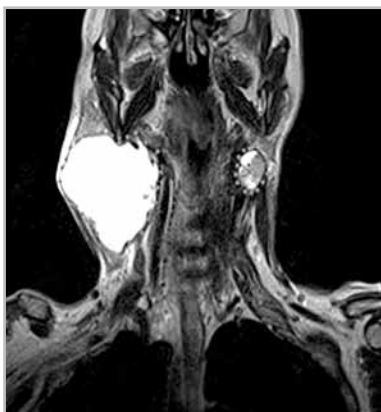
Магнитно-резонансная томограмма мягких тканей шеи во фронтальной проекции. Рак ротоглотки с метастазами в лимфоузлы шеи, T3N3M0 (IV). Отмечается компрессионное сдавление внутренней сонной артерии метастатическим лимфатическим узлом, без прорастания ее стенки. Просвет наружной сонной артерии не определяется
